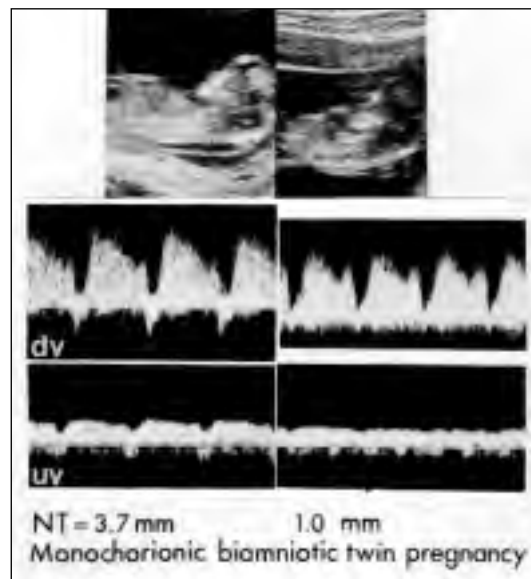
A mono chorionic diamniotic twin pregnancy was established at 12 weeks of gestation (case 3). Doppler blood flow waveforms in both fetuses were obtained in the umbilical vein (UV) and ductus venosus (DV) in the same scan. A nuchal translucency (NT) discrepancy was noted (NT=3.7/1.0 mm). The fetus with increased nuchal translucency shows an inverted A-wave in the DV and dichrotic pulsatility in the UV. TTTS developed at 17 weeks and the patient was referred for laser ablation of anastomosis (with permission from Twin Research).
